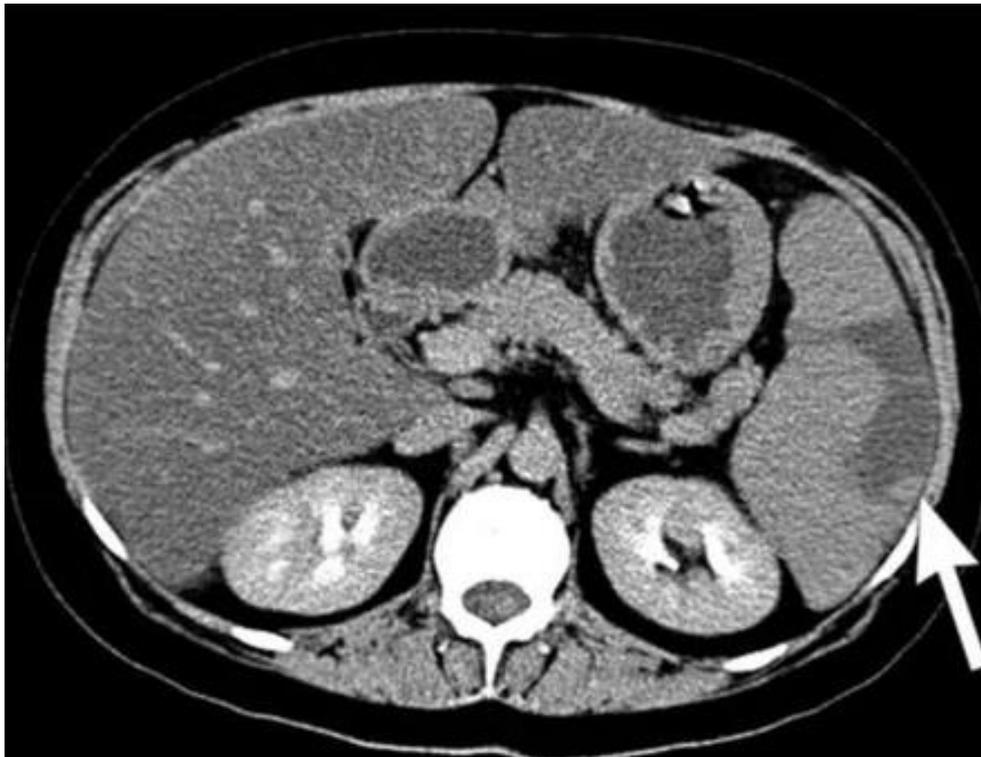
КТ-признаки повреждения селезенки (стрелка)
